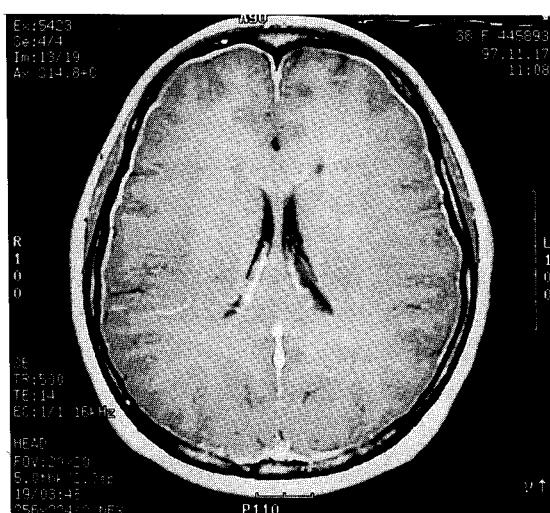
Gadolinium-enhanced T1W axial MRI on admission shows intense meningeal enhancement.
